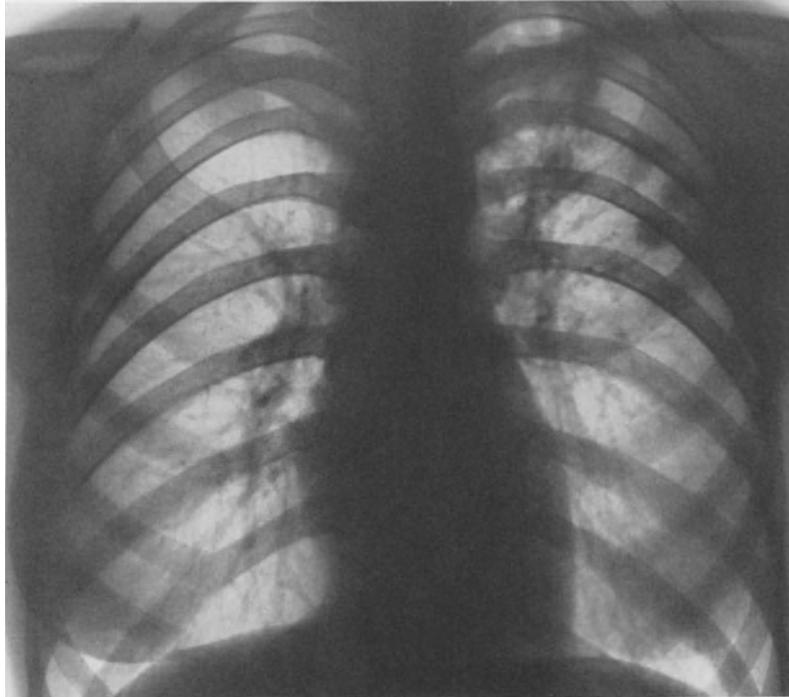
16jähriges Mädchen. Vater leidet an Silikotuberkulose. Im Sommer 1954 allmähliche Leistungsverminderung und Gewichtsverlust. Ende 1954 Feststellung einer produktiven Oberfeldtuberkulose links. Röntgenologisch von der Spitze abwärts kleeblattförmige Herdbildungen, bronchiale Streuung ins linke Unterfeld. Auswurf tbk.-positiv. Im Blutbild kaum Entzündungszeichen, geringe Blutsenkungsbeschleunigung
